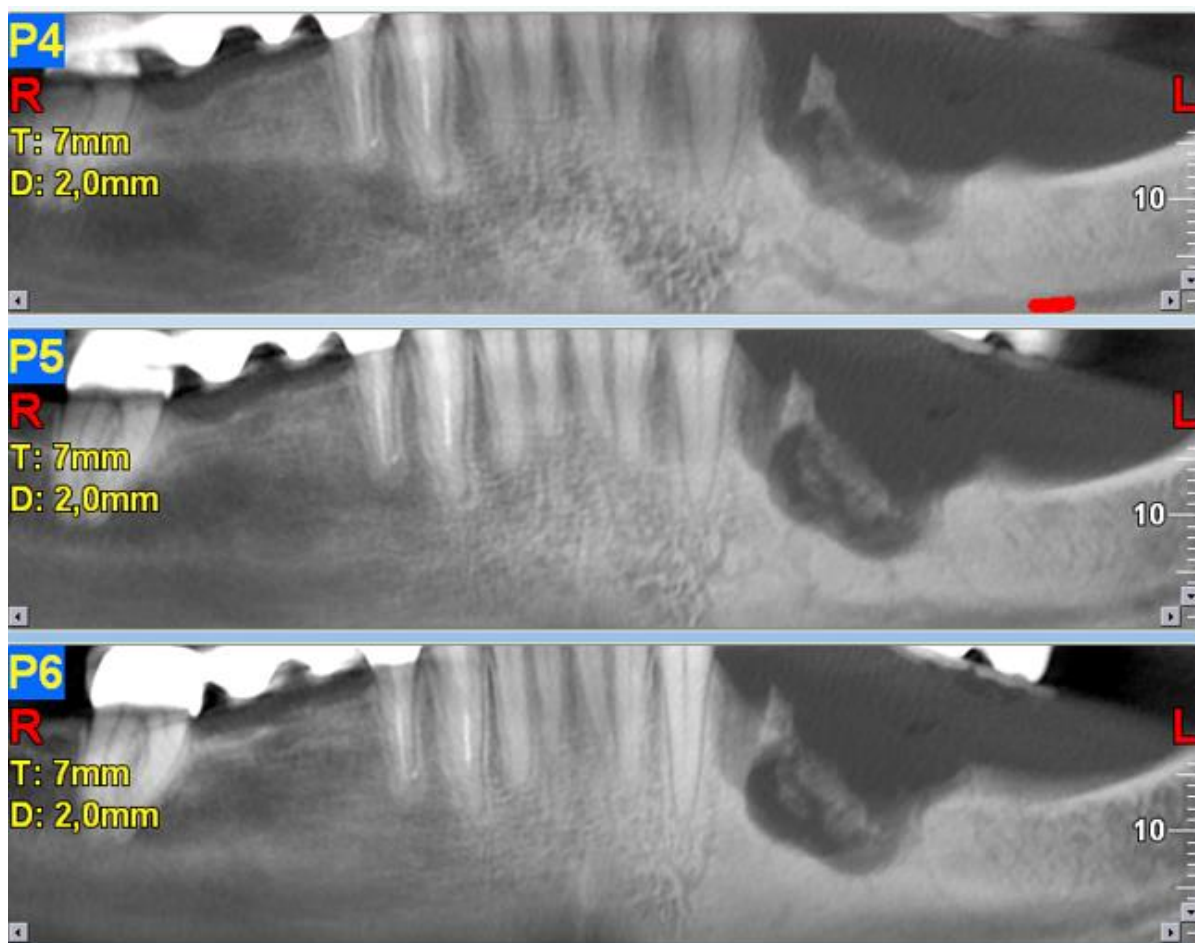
Esame CBCT che evidenzia un quadro osteonecrotico a livello mandibolare.
